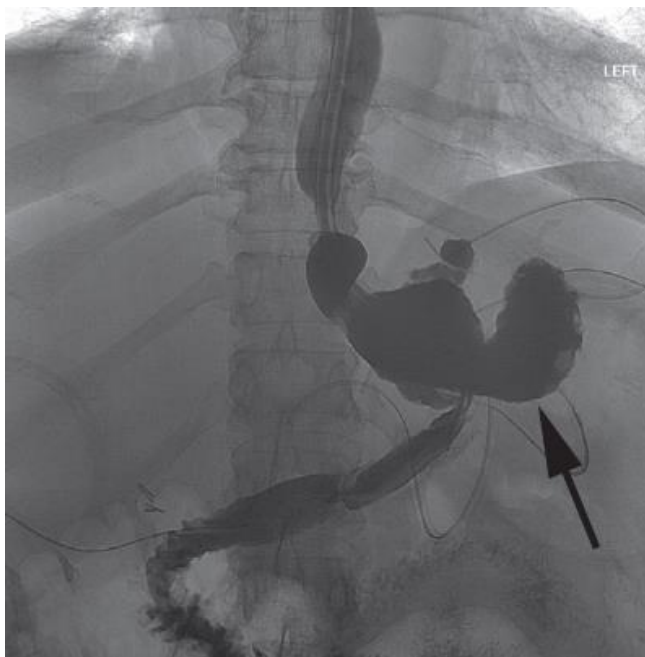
Studio radiografico dell'UGI che mostra una fistola con fuoriuscita del mezzo di contrasto.
